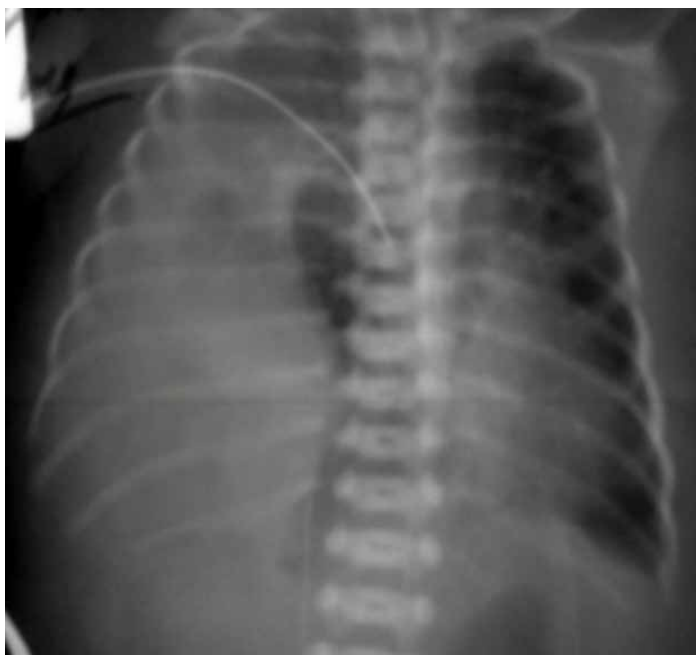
Рентгенограма ОГК після встановлення плеврального дренажу
